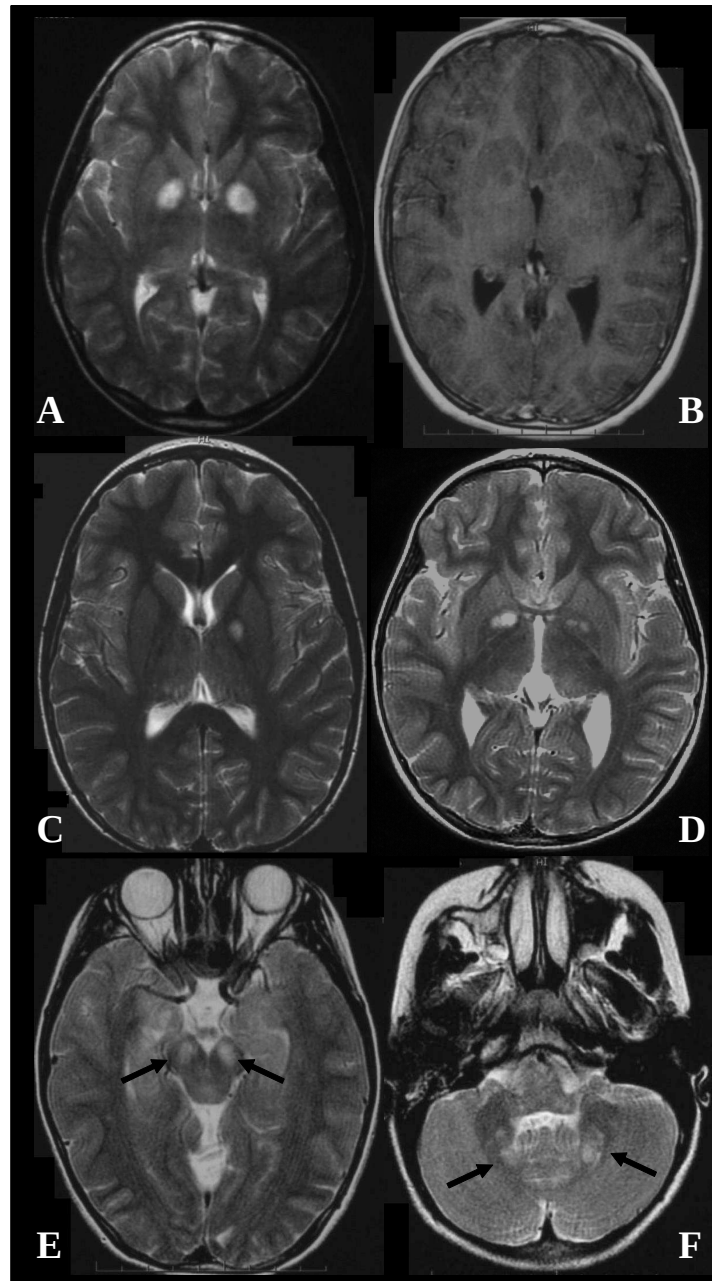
Representative T2-weighted MRI Sequences of Cerebral UBOs from the NF1 Subjects Included.*
